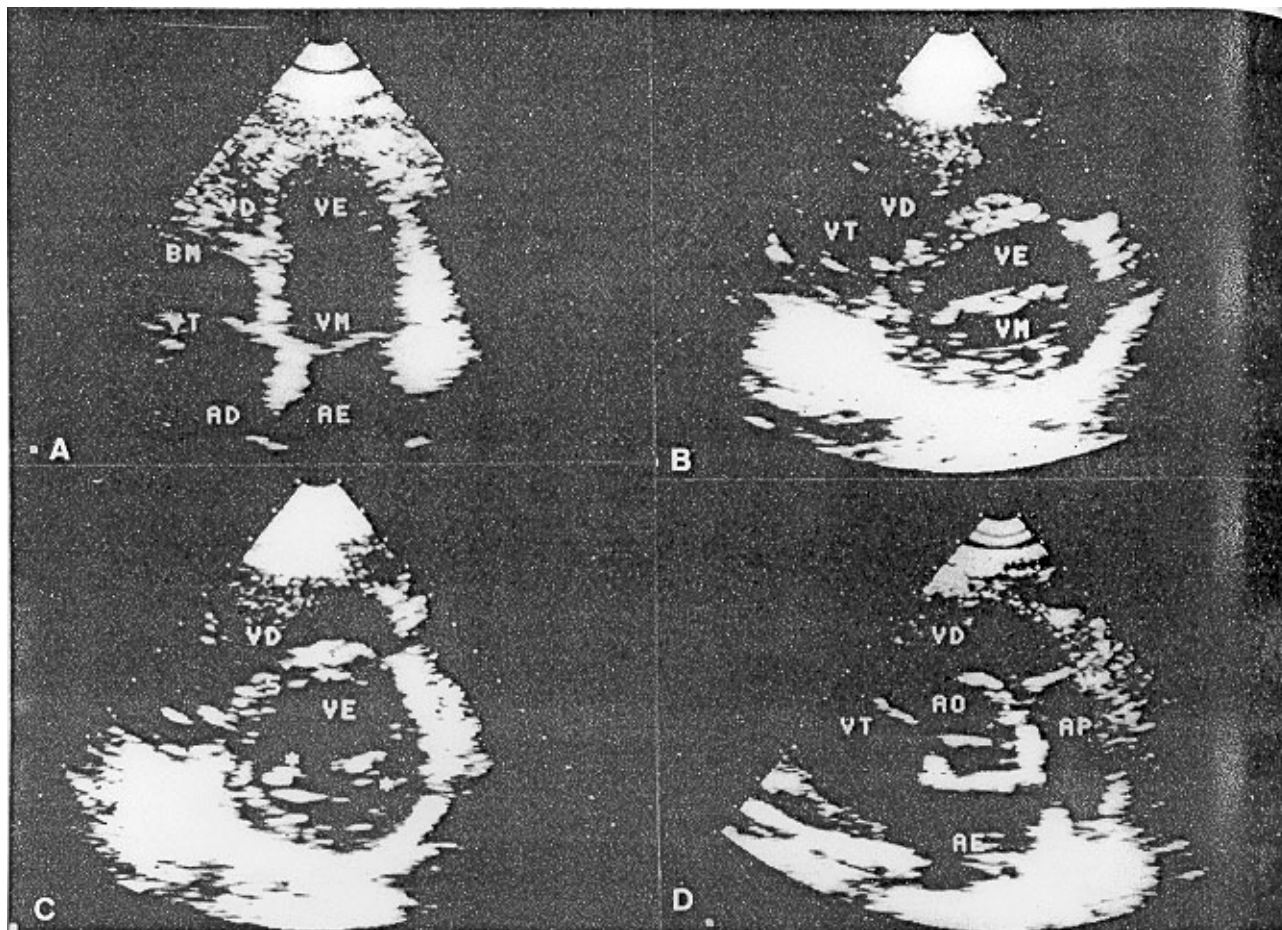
Ecocardiograma normal. A) Corte apical 4-câmaras; B) Corte transversal precordial em plano mitral; C) Corte transversal precordial em plano de músculos papilares; D) Corte transversal precordial ao nível dos vasos da base. VM = valva mitral; VT = valva tricúspide; BM = banda moderada; * = músculos papilares ântero-lateral e póstero-medial. Demais abreviaturas, vide figuras 3 e 4.
